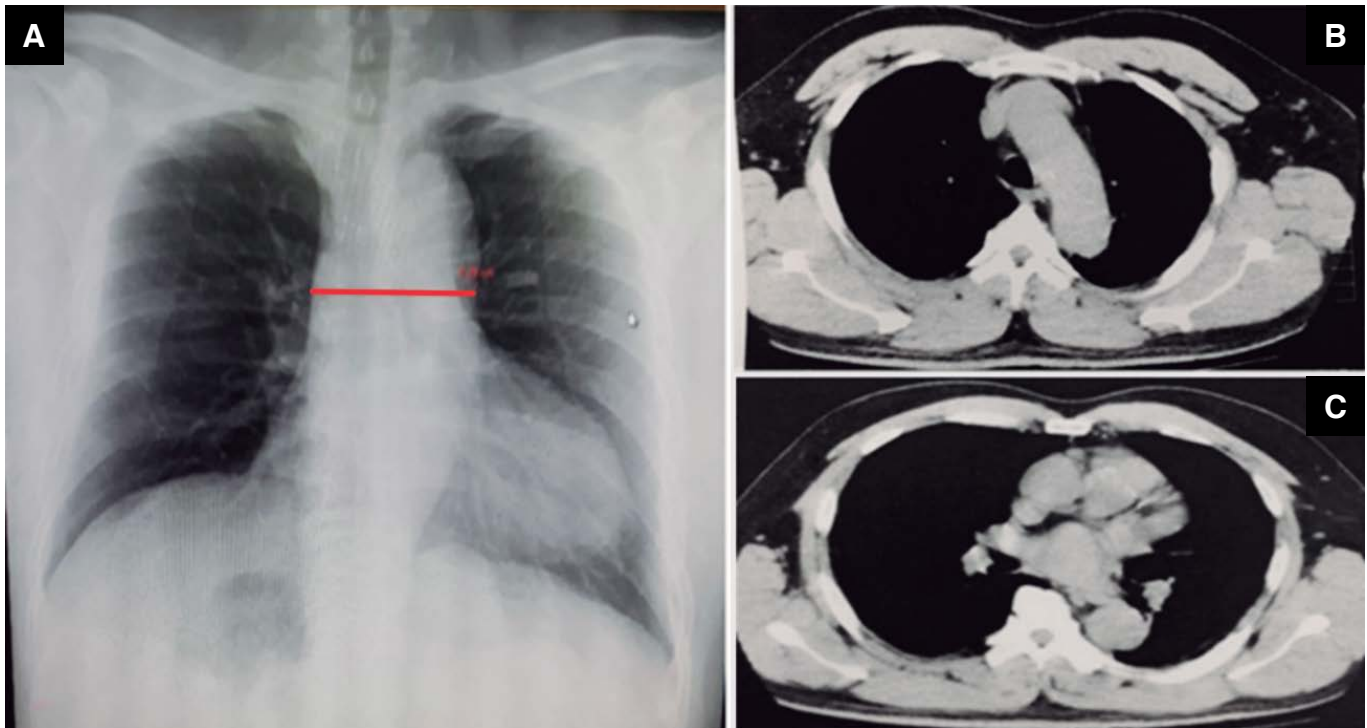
Radiografía AP de tórax que concluye: a) cardiomegalia leve sin falla cardiaca. Tomografía axial computada: b) signos de disección del cayado de la aorta y c) de la aorta torácica descendente.
